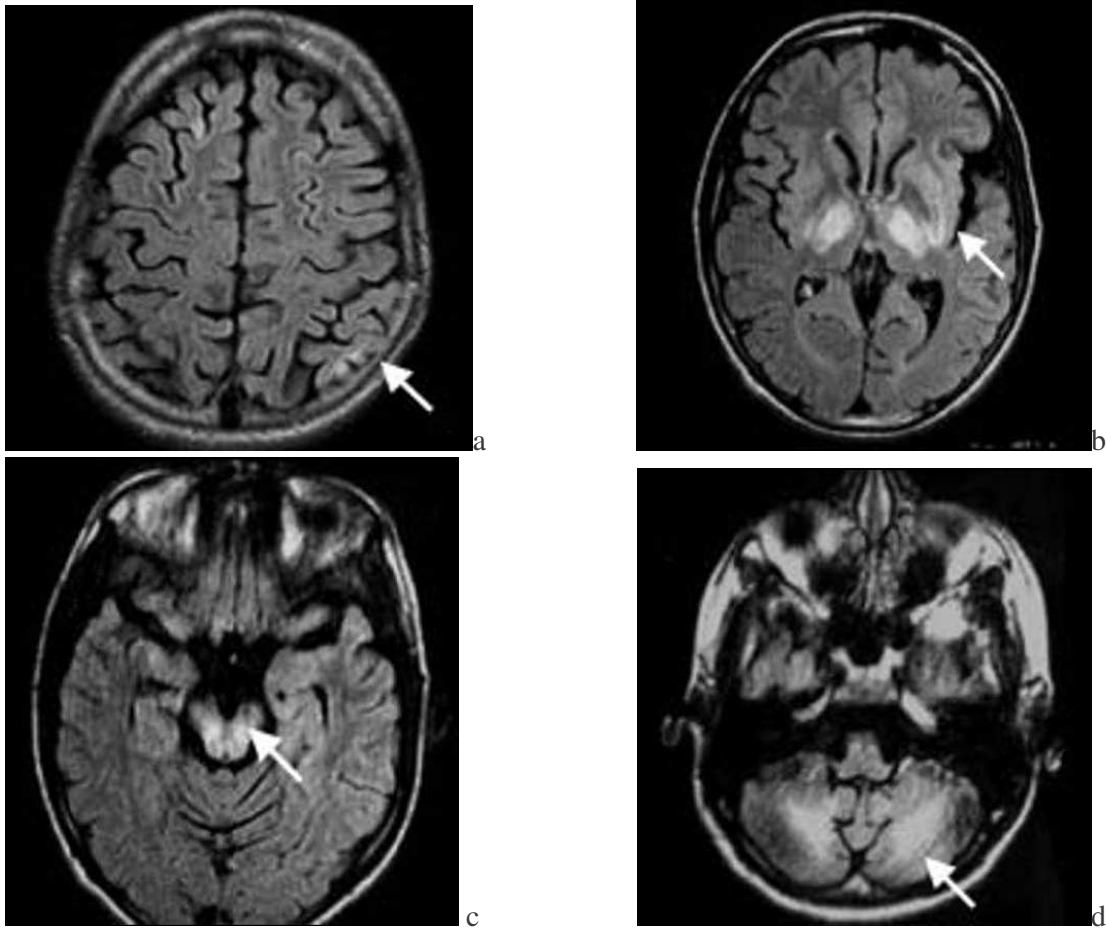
IRM en séquence FLAIR d'un patient de 16 ans présentant une forme neurologique de la maladie de Wilson. a) Hypersignal cortical, b) hypersignaux des noyaux lenticulaires et thalamiques, c) hypersignal pédonculaire et d) hypersignal des noyaux dentelés [6].
